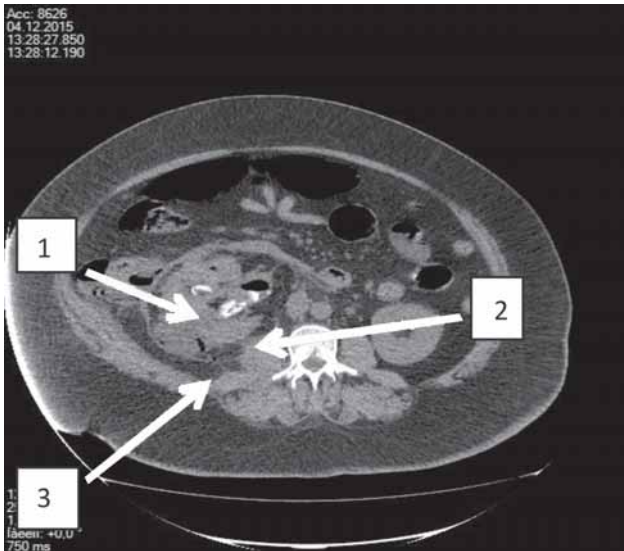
КТ органов брюшной полости (без контрастного усиления): газ в паренхиме правой почки – 1, в собирательной системе правой почки – 2, коралловидный камень правой почки – 3
